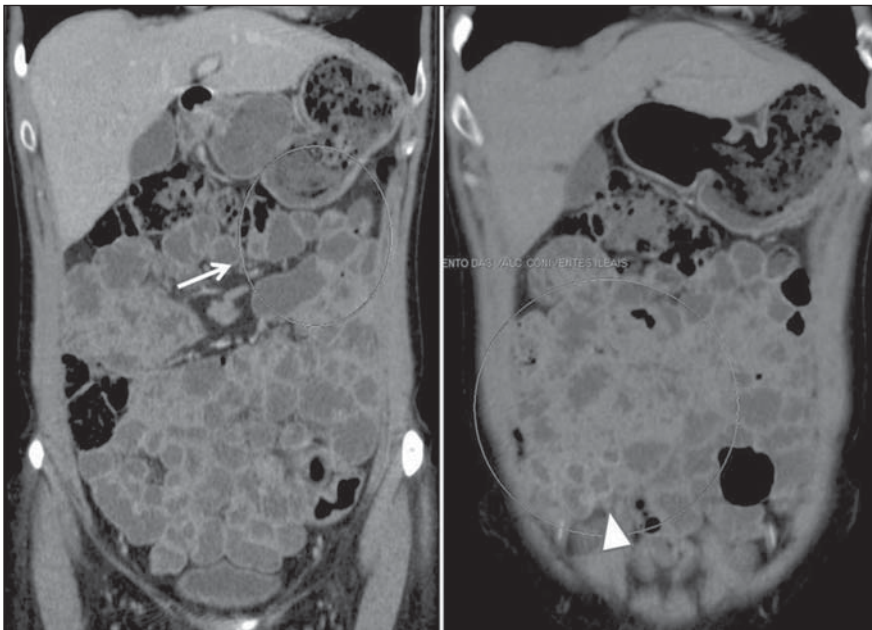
Paciente do sexo feminino, 46 anos de idade, com diagnóstico de doença celíaca. Entero-TC demonstra padrão reverso de pregas de alças jejunoleiais, com perda das válvulas coniventes e atrofia vilosa do jejuno (seta) associada a jejunização do íleo, representada pelo maior número de pregas ileais (cabeça de seta).
